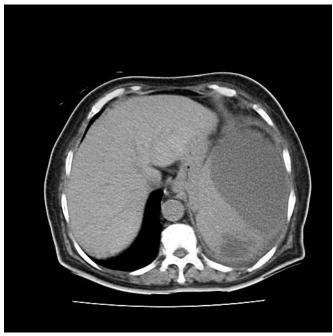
Caso 2. TAC vista axial simple. Se observa imagen hipodensa de 22 UH en el bazo que mide 145 mm x 92 mm. Compatible con un absceso esplénico.
